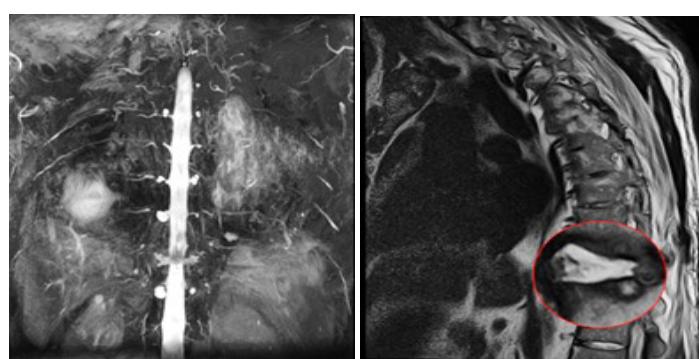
Магнитно-резонансная томография грудно-поясничного отдела позвоночника до операции
